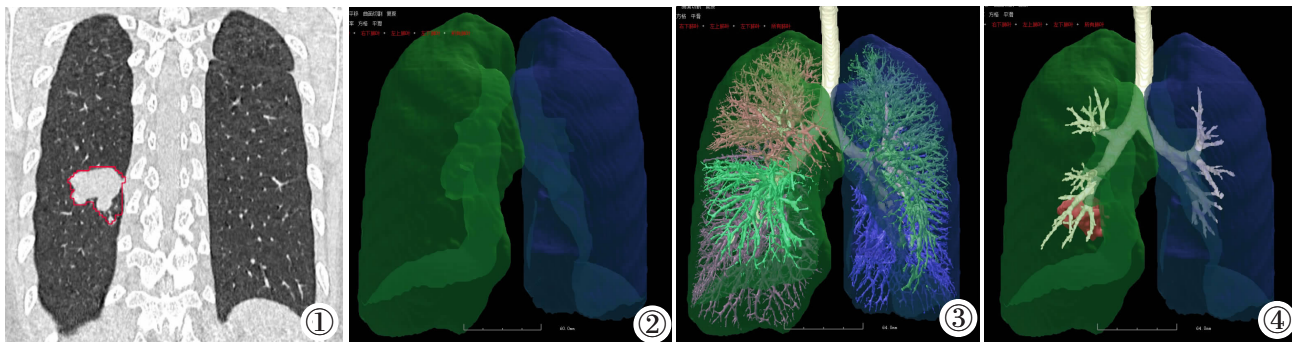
~4 AI 分割肺结核患者肺部病灶步骤图。男,44 岁,浸润性肺结核患者。图 1:首次胸部 CT 扫描显示右肺下叶感染性病变。图 2:三维重建显示了左右肺区域。图 3:AI 分割出左右肺、肺血管及支气管。图 4:从全肺结构中减去肺血管后,通过密度阈值和区域生长方法进行分割。
